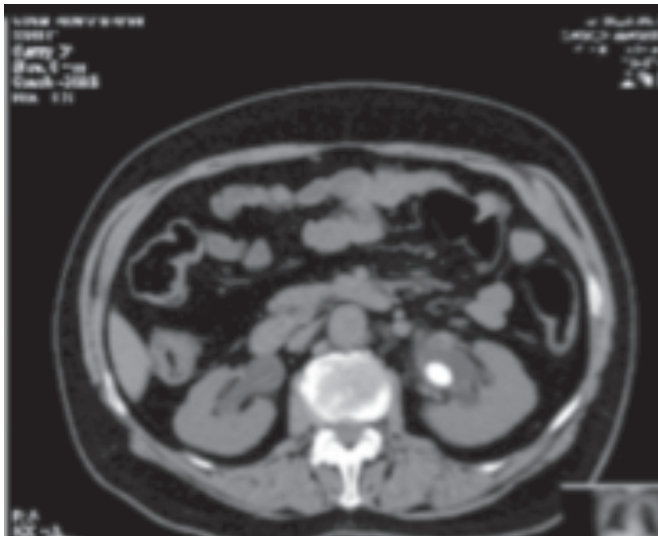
Imagem do cálculo (tomografia computadorizada).
